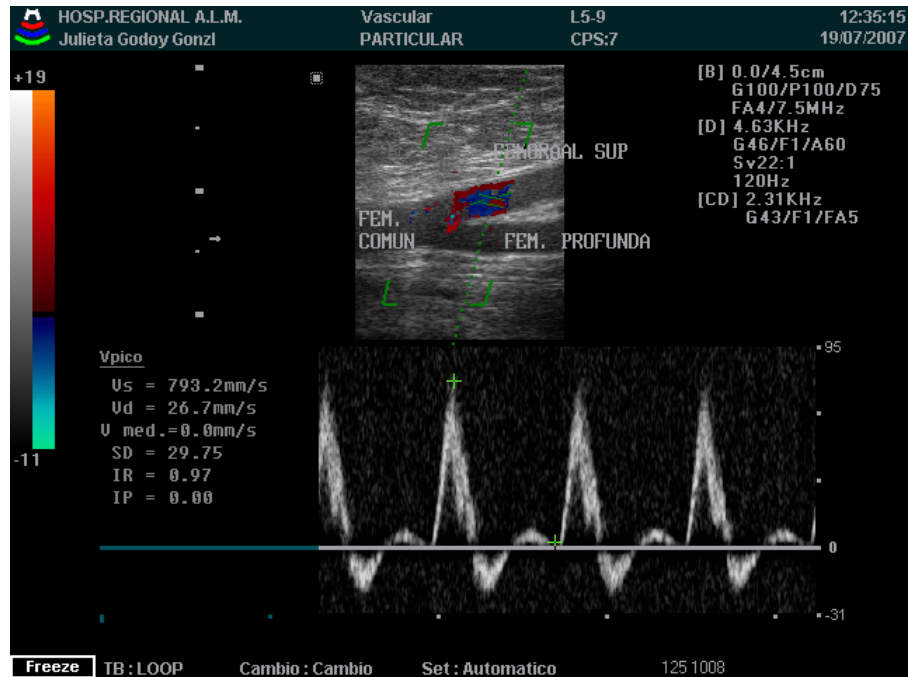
Imagen doppler color de femoral superficial
